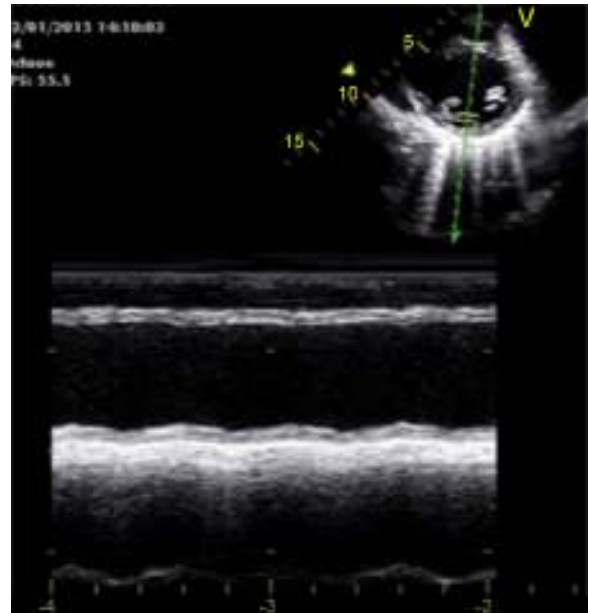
Ecocardiograma à admissão: em corte paraesternal eixo curto do VE – hipocontractilidade global.
